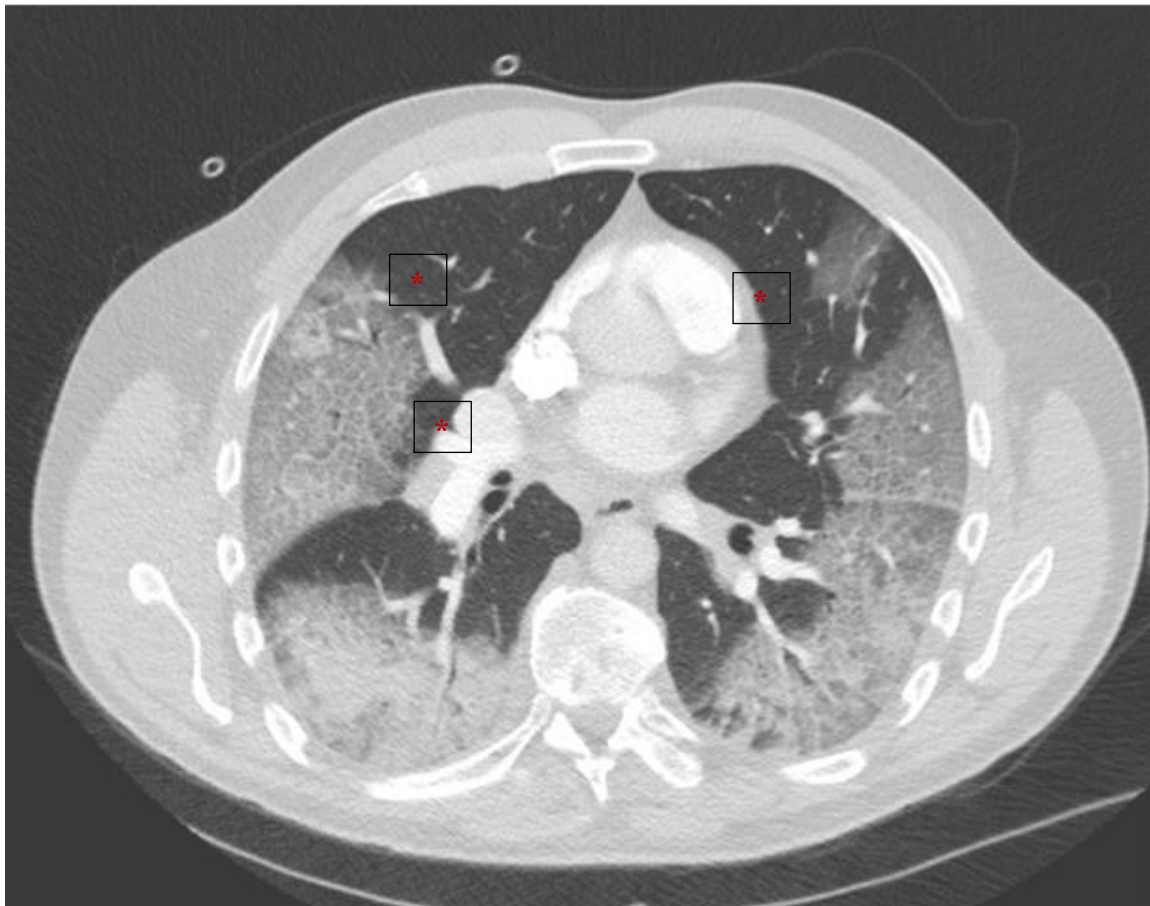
Corte axial de una tomografía computarizada del tórax en el que se observa una neumonía por SARS-CoV-2, imagen típica en “vidrio deslustrado” (indicada con asteriscos). Imagen adaptada de: Wu, Jiong MS *et al.* (2020)(30)
